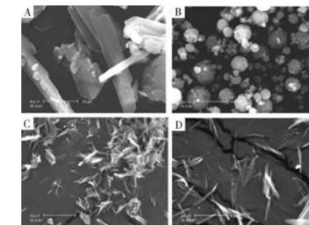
超声结晶技术制备的硫酸沙丁胺醇颗粒的扫描电子显微镜颗粒^[43]
